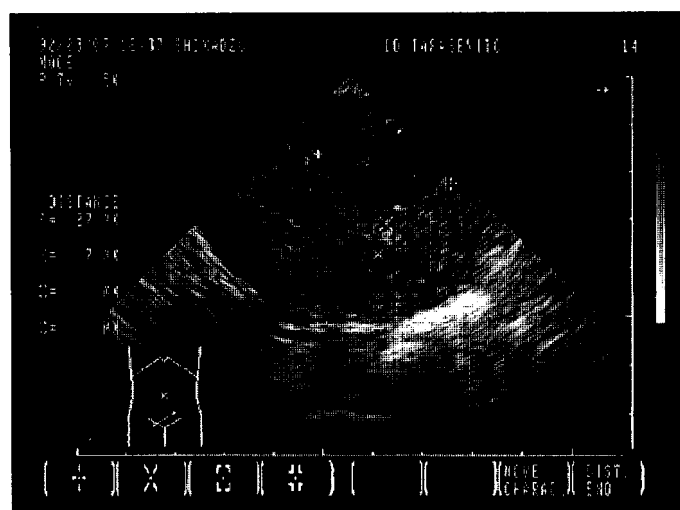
Ультразвуковая томограмма больной В. с диагнозом хориокарцинома, полученная с использованием трансвагинального датчика (частота 5 МГц) в продольной плоскости.
